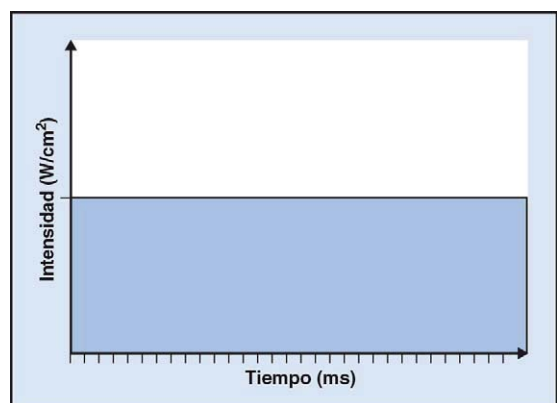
Ultrasonido continuo.
